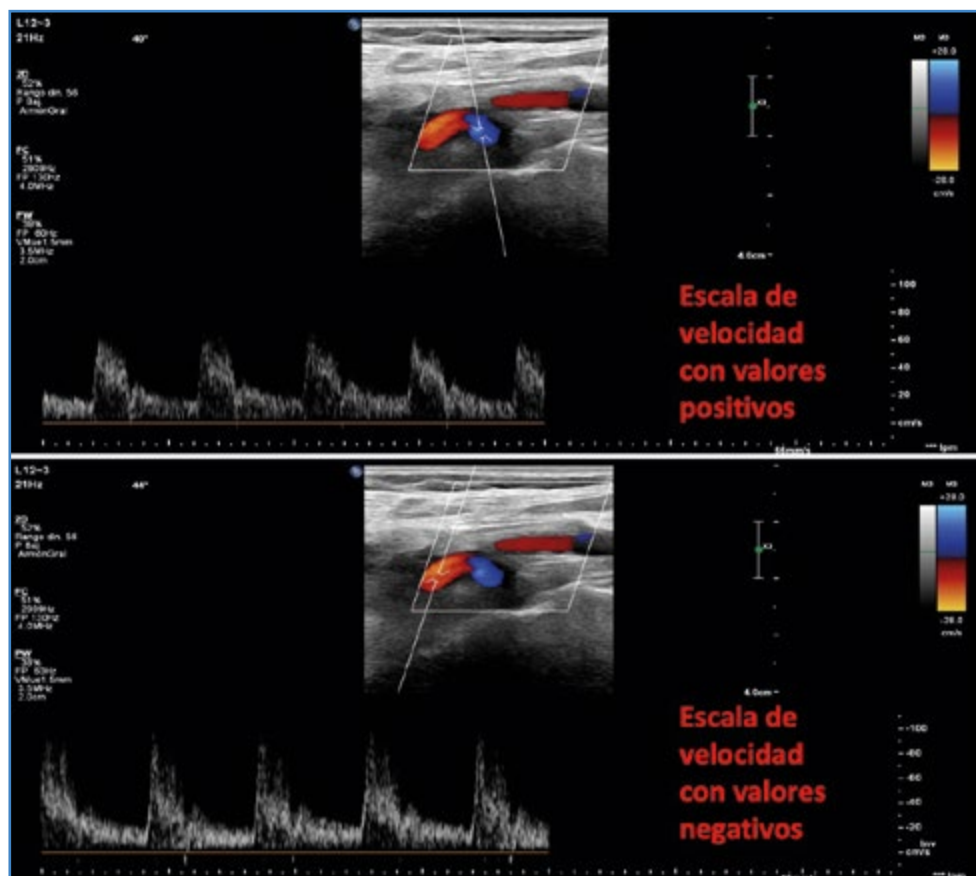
En un corte longitudinal de un sector curvo de la carótida interna vemos que el color inicial es azul, lo que corresponde, según el código de color situado arriba a la derecha, a flujo que se acerca a la sonda. Después, el mismo flujo cefálico es rojo, ya que se aleja de la sonda. Si nos fijamos en la representación gráfica de Doppler pulsado, vemos que los valores del primer sector son positivos y del segundo sector son negativos. Por convenio, el flujo arterial se representa por encima de la línea base.
